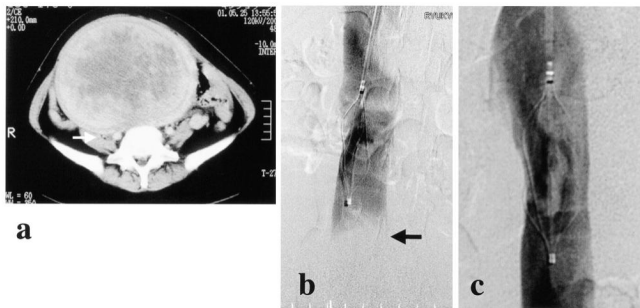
a, Abdominal contrast-enhanced CT scans obtained in case 1 show a well-defined mass (15×18cm) in the pelvis and thrombi in the right external iliac vein, which is compressed by the tumor (arrow). b, Preoperative retrograde venography shows the distal inferior vena cava (IVC) is compressed by the tumor (arrow), and a temporary IVC filter is placed just above the lesion. c, A large thrombus is entrapped in the filter basket on the day following surgery.
